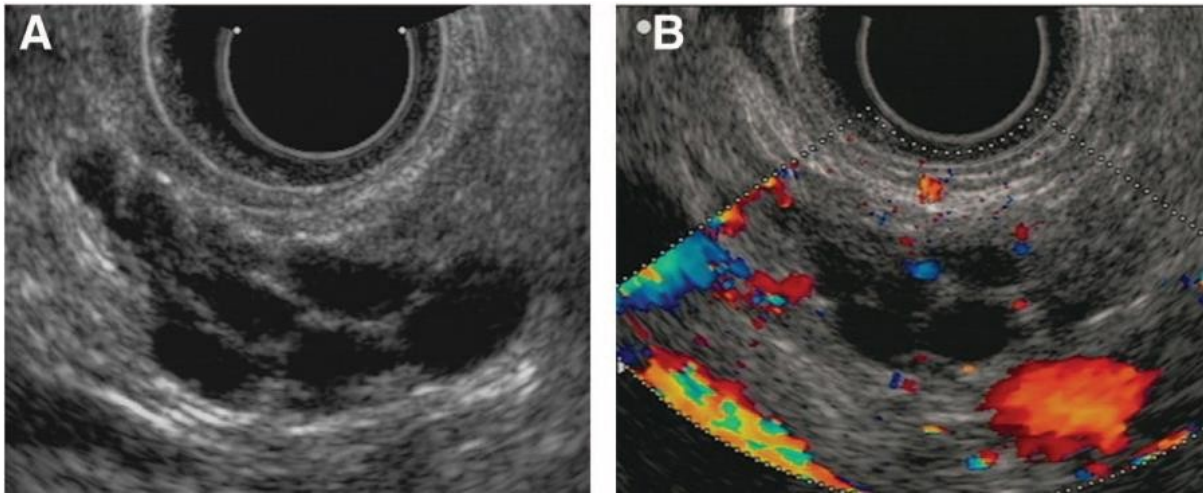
L'EUS mostra una IPMN-BD a livello del corpo pancreatico con il tipico aspetto pluricistico "grape-like" (A). All'eco-color doppler si rileva la presenza di flusso in corrispondenza delle millimetriche protrusioni papillari (B). La diagnosi definitiva sarà una displasia a basso grado⁸⁷.
